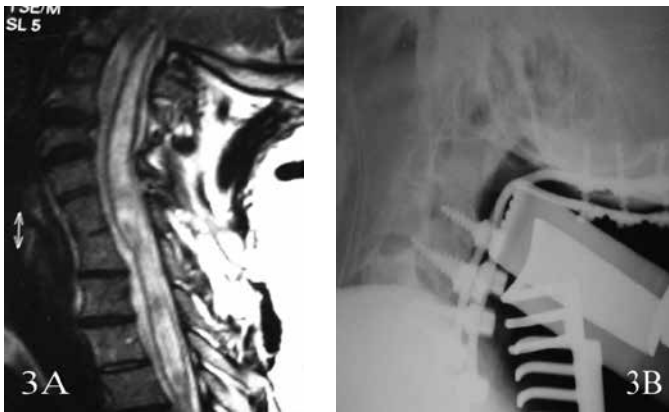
Ressonância Magnética da coluna cervical em T2 evidenciando invaginação basilar, instabilidade e siringomielia (A), e radiografia em perfil evidenciando descompressão cirúrgica com artrodese posterior de C0 a C4 (B).
